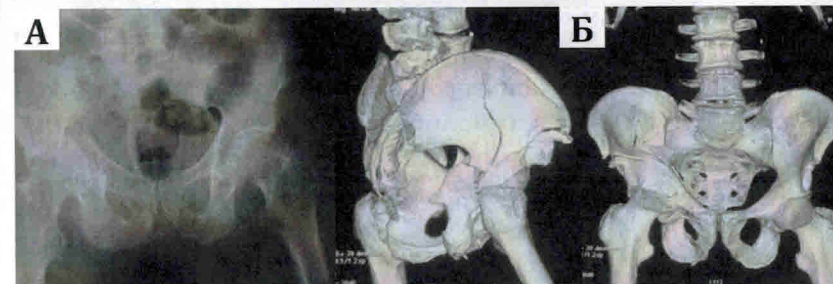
Пациент Л. Обзорная рентгенограмма (а) и КТ таза с 3D-реконструкцией (б) при поступлении
